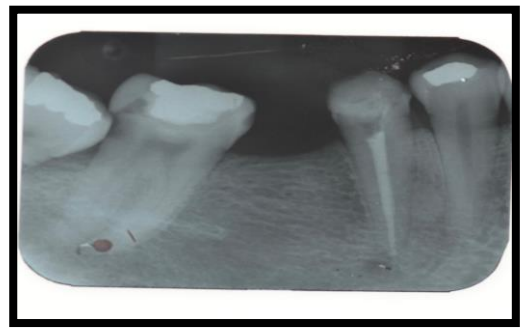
Radiografia periapical, dente 45, com retratamento endodôntico.
